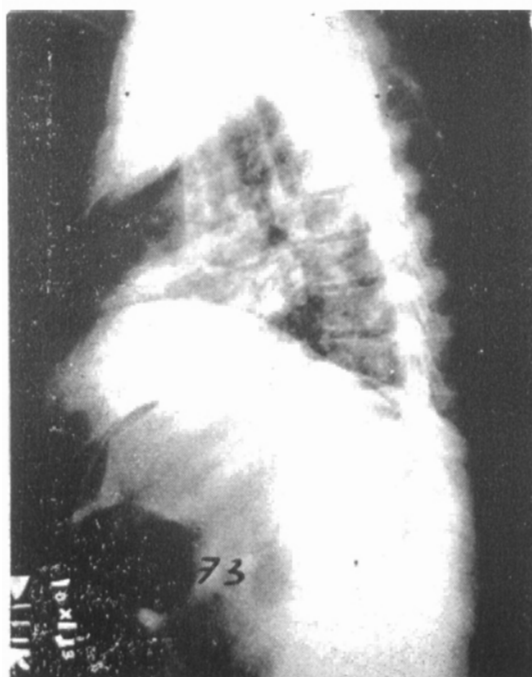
Teleradiografía de tórax lateral, elevación del diafragma por asas distendidas, infiltrado neumónico.
